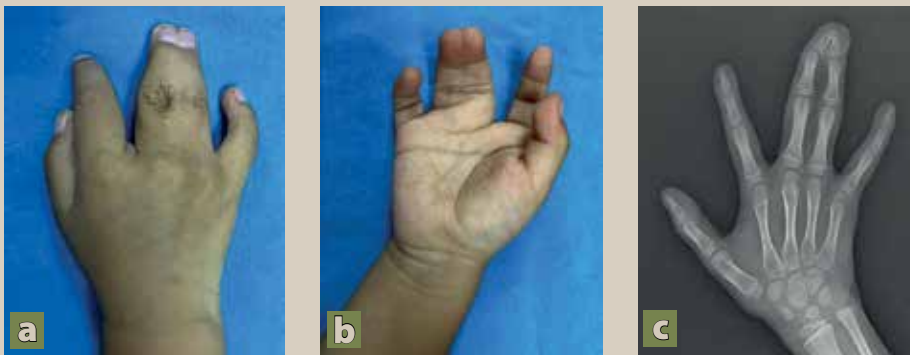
(a y b) Sindactilia compleja completa (3<sup>er</sup> espacio interdigital) mano derecha. (c) Radiografía preoperatoria
